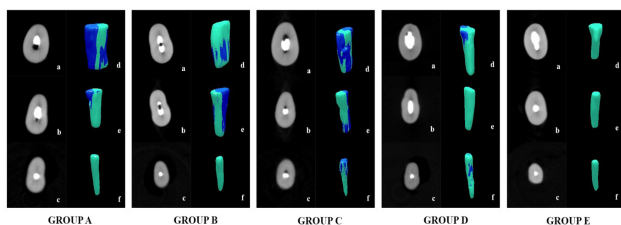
Axial CBCT sections (a: Coronal third, b: Middle third, c: Apical third) and 3D reconstruction models (d: Coronal third, e: Middle third, f: Apical third) of mandibular premolar teeth after filled with five obturation techniques. In 3D models, filling materials are in the green color and voids are in the blue color
